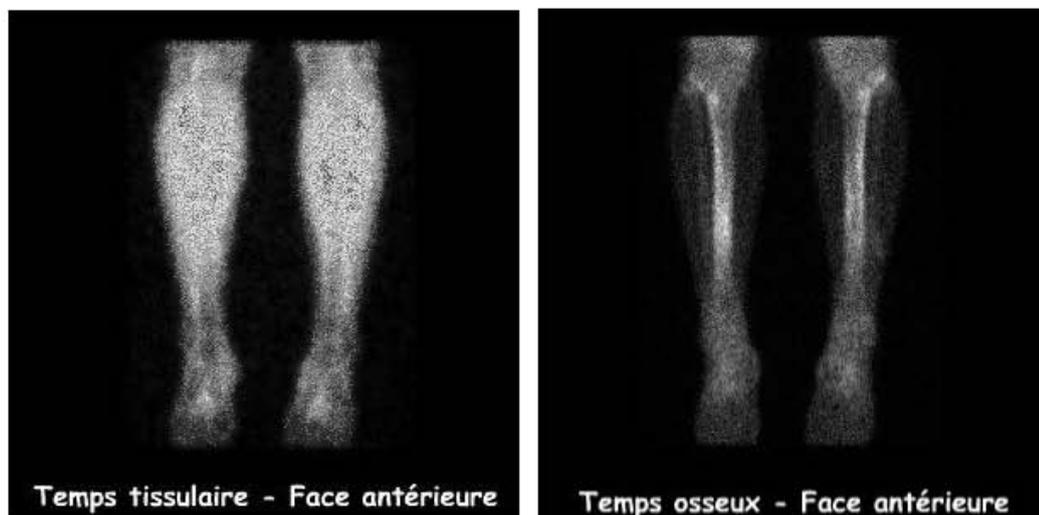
scintigraphie d'une périostite tibiale bilatérale plus intense du côté droit
